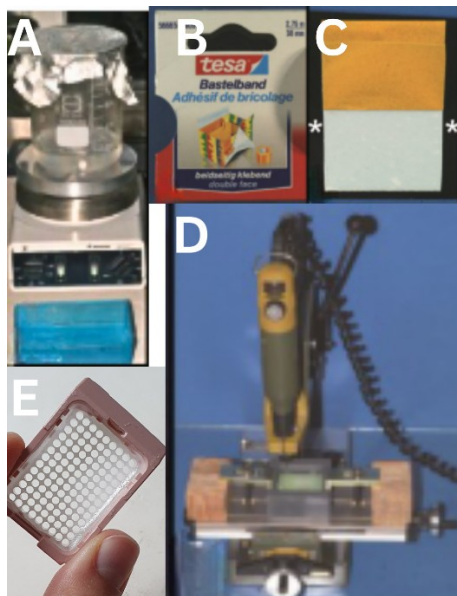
Herstellung der paraffinierten Agar-Akzeptorblöcke für die TMAs A Konventionelle Herstellung eines Agar-Gels aus Agar-Agar-Pulver und Wasser auf einer Magnetheizplatte mit einem Rührmagneten B Doppelseitiges Klebeband der Firma Tesa C Doppelseitiges Klebeband auf Röntgenfilm (*) D Proxxon Multifunktionsbohrer im Bohrstand E Paraffinierter Agar-Akzeptorblock mit 2 mm Blindes. Adaptiert aus „Overview on Techniques to Construct Tissue Arrays with Special Emphasis on Tissue Microarrays“ A Fig. 9; B, C Fig. 7; D Fig. 8 (Vogel, 2014)
